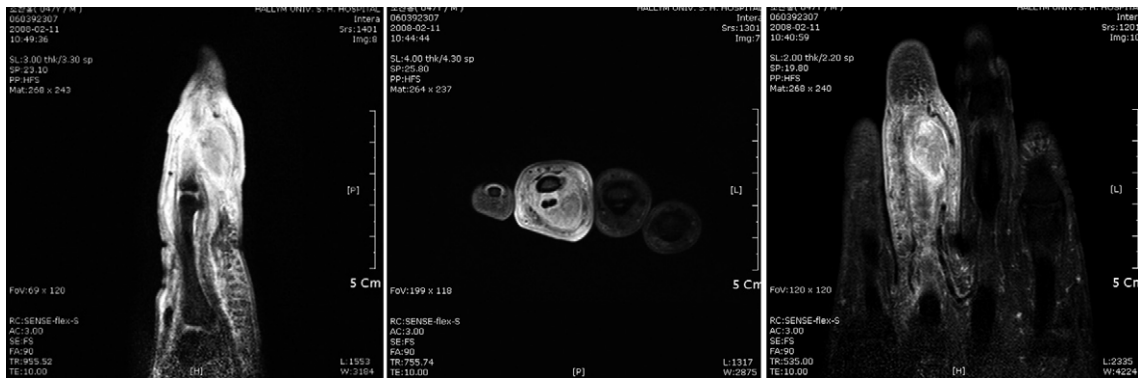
MRI showing the diffuse process of soft tissue calcific change, also periosteal erosion was seen.
